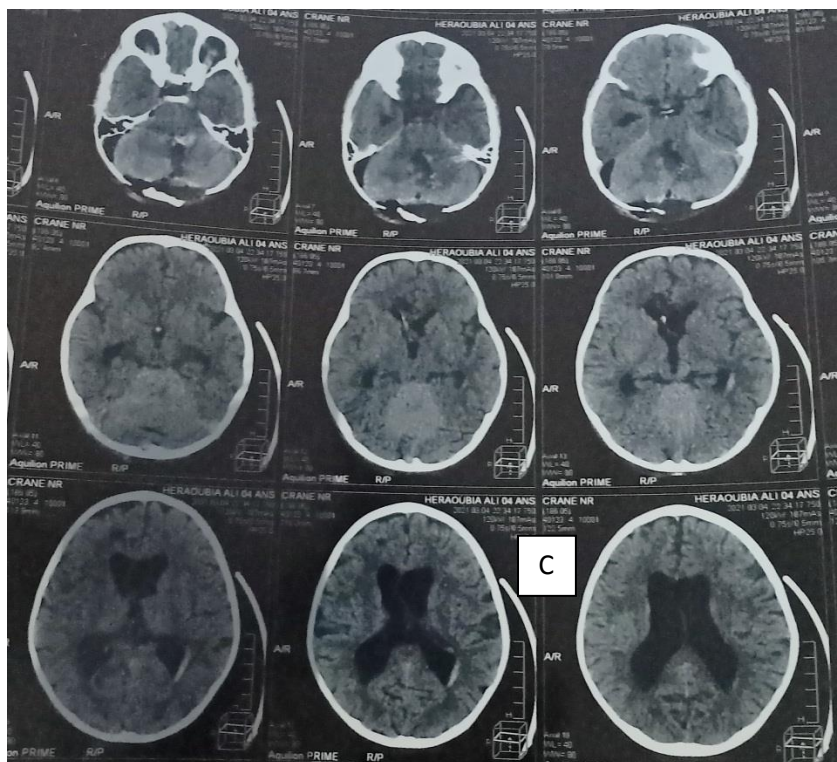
C): TDM cérébrale coupe axiale post opératoire Ablation sub totale, reliquat infiltrant le plancher du V4.
